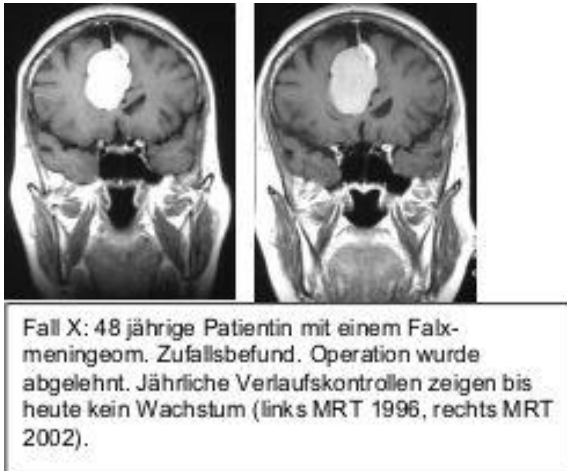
In Abbildung 1 sind die beiden Schädel-MRT-Untersuchungen einer 48 jährigen Patientin aus den Jahren 1996 und 2002 zu sehen(25)
